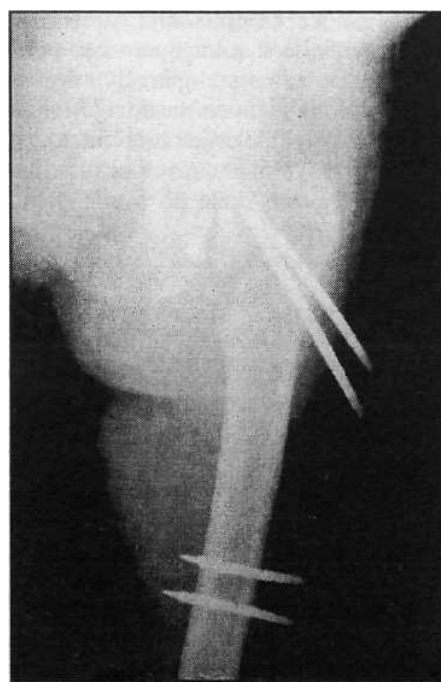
Trohanterni prelom posle dinamičke unutrašnje fiksacije (RTG)
